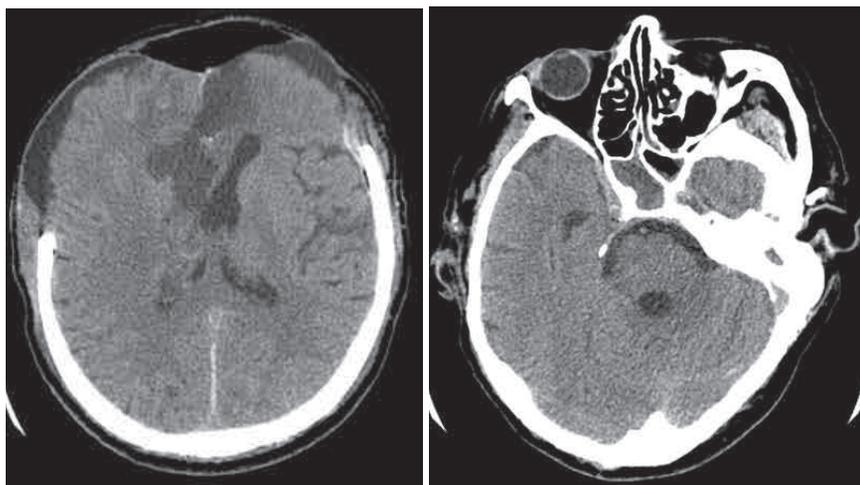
КТ черепа и головного мозга. Контроль
